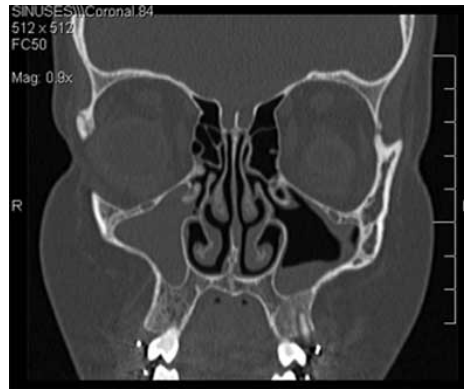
Tomografía computarizada muestra sinusitis del lado izquierdo.⁹²
